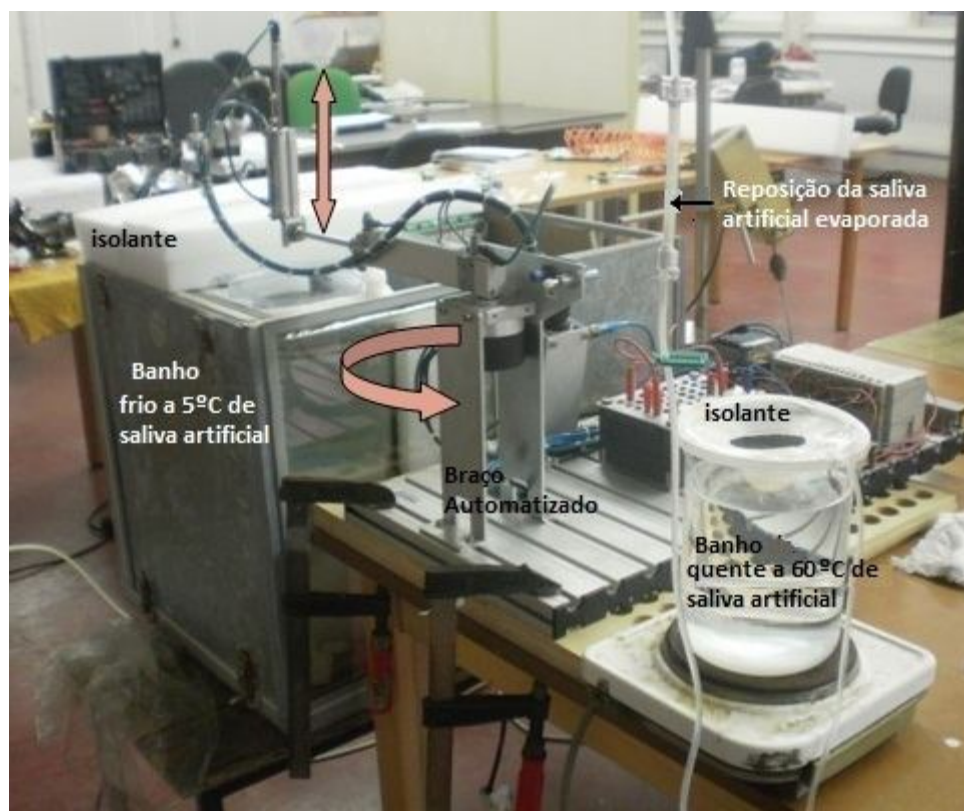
Dispositivo utilizado para realizar os testes de fadiga térmica, CT2M, Portugal.
